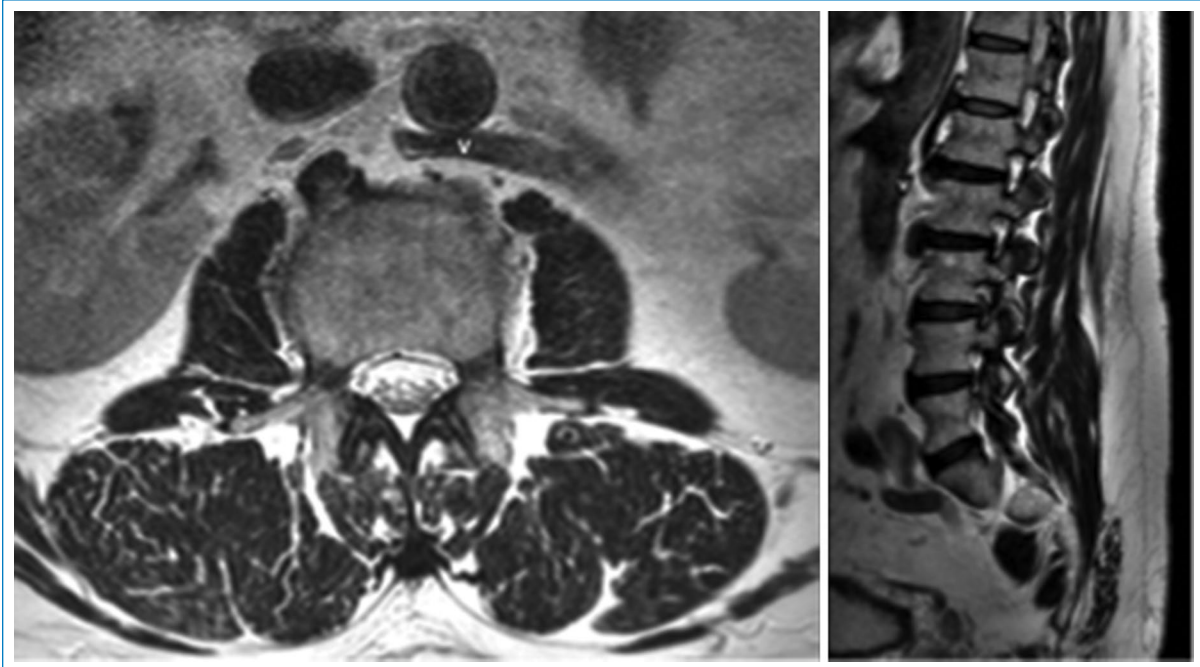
RM de columna lumbar. (A) Secuencia ponderada en T2 plano axial y (B) secuencia T2 plano sagital. Variante anatómica en región lumbar. Vena renal izquierda retroaórtica (V).
